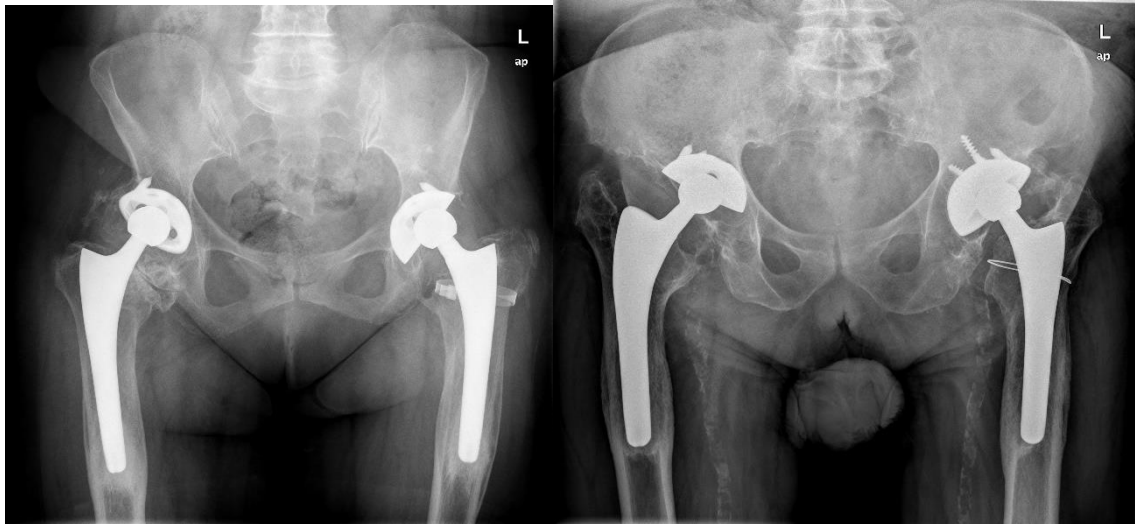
Radiografías de los dos casos en que se produjo una fractura intraoperatoria del calcar tratados con cerclajes. Los dos pacientes fueron incluidos en el estudio con buen resultado clínico a los 25 años. Se puede observar la atrofia ósea proximal y la hipertrofia cortical a nivel de la punta de los implantes.
